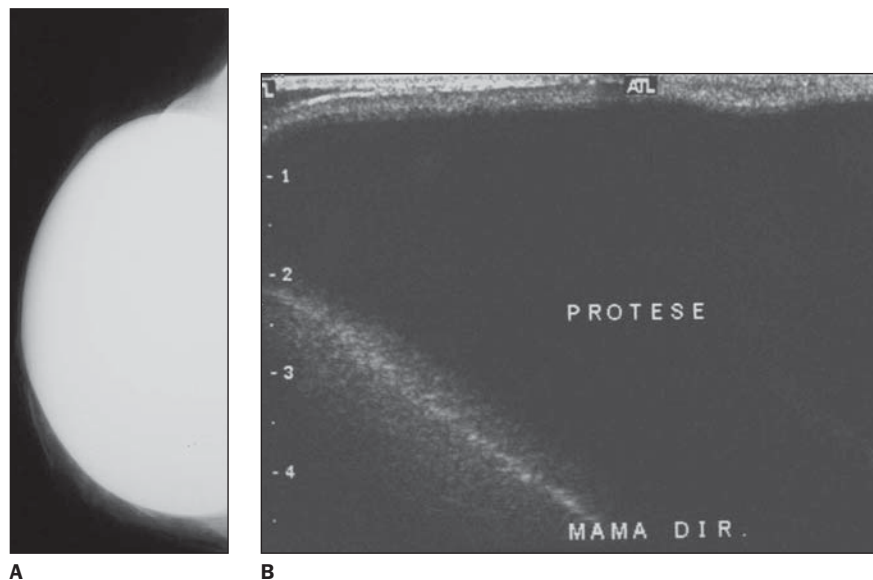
A: Mamografia. Reconstrução mamária com implante de silicone posicionado posteriormente ao músculo grande peitoral. B: Ultra-sonografia demonstrando mínima quantidade de tecido adiposo subcutâneo anteriormente ao implante.
